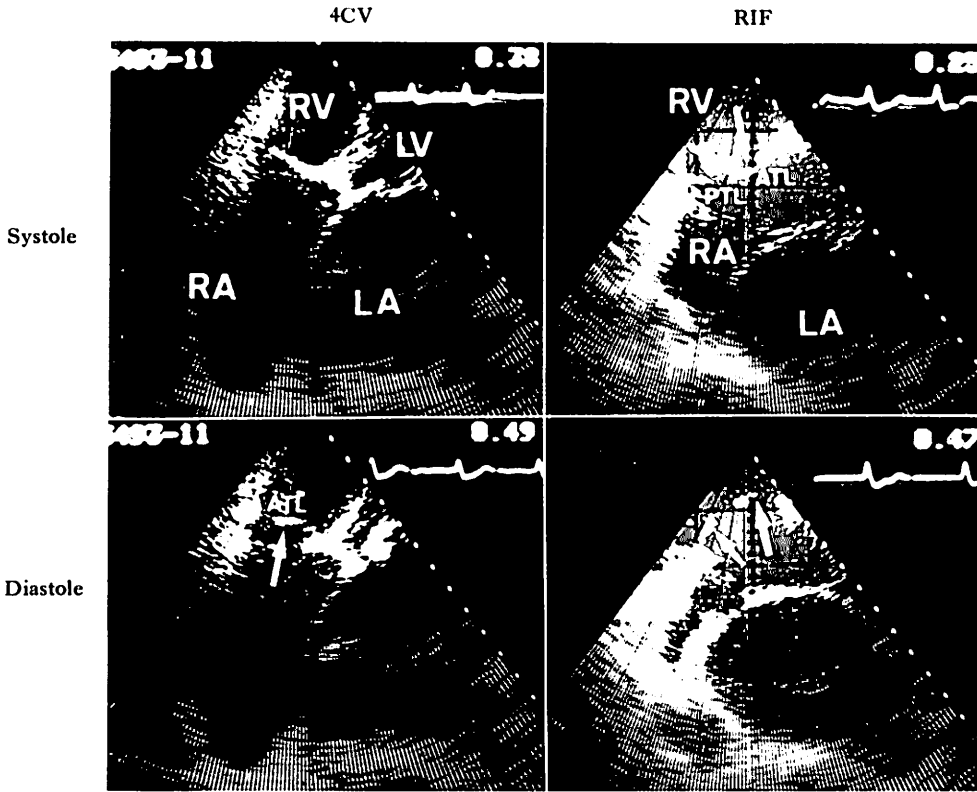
Two-dimensional echocardiograms of tricuspid valves (TV) in a case with TR and TS (52-year-old female).
